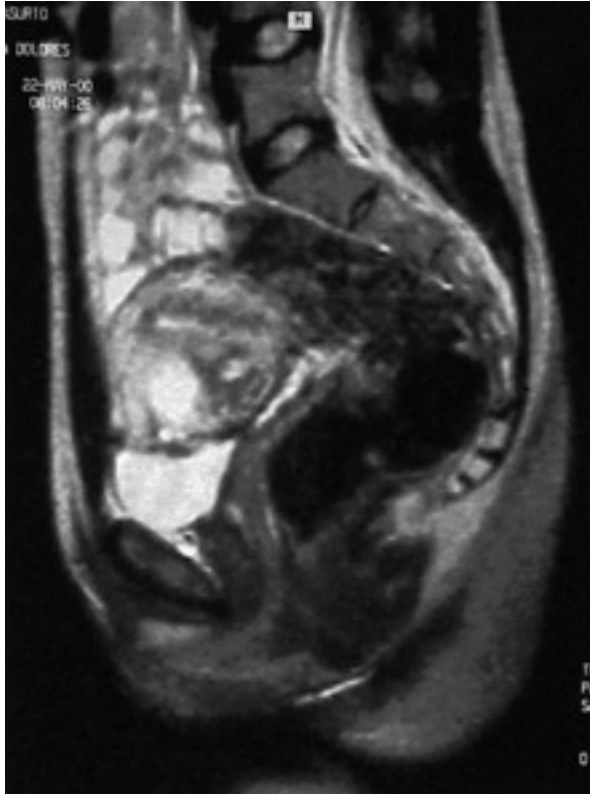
Resonancia magnética: útero ocupado por una tumoración que infiltra la pared miometrial.
